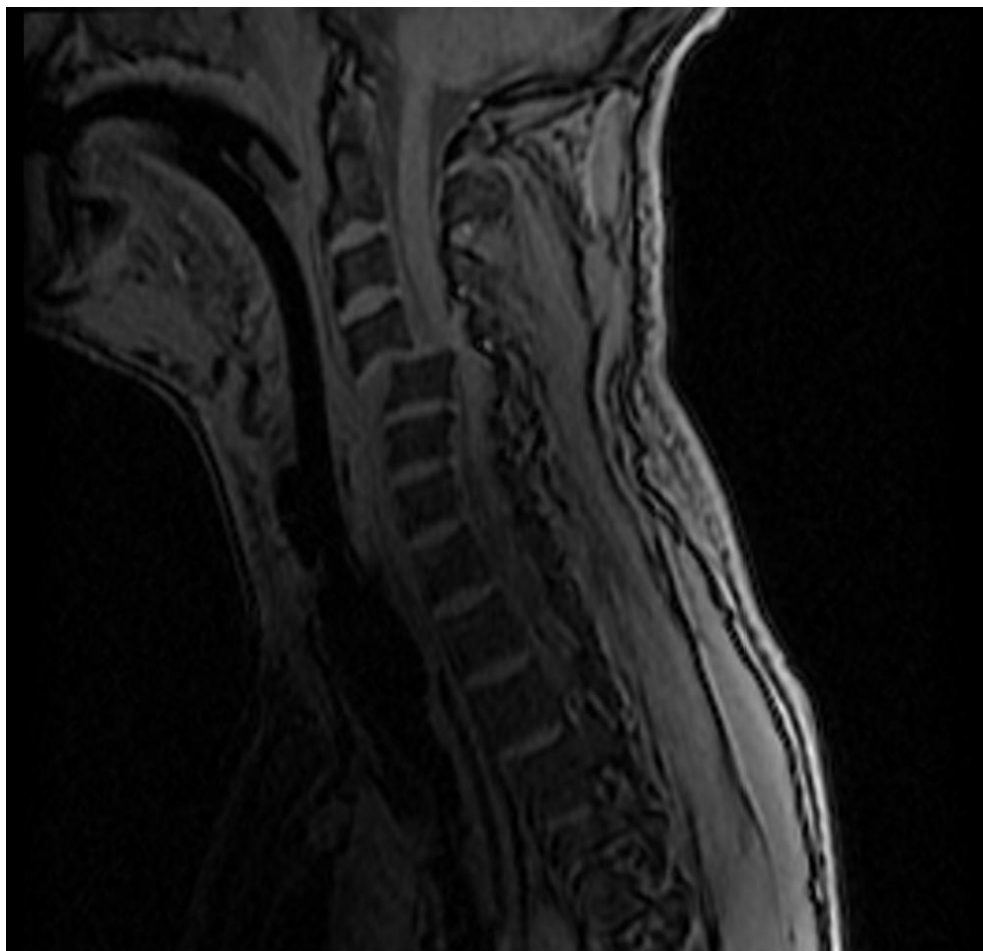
RMN cervical: Fractura luxación en C5-C6 con mielopatía cervical aguda asociada.
